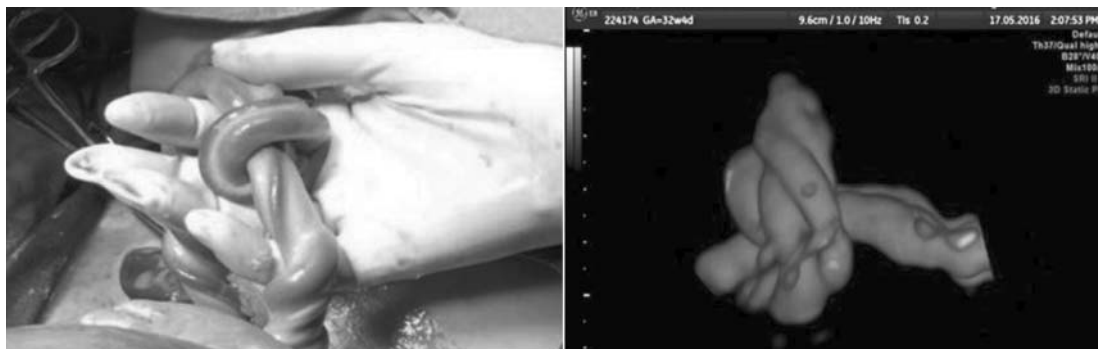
Noduri veridice (USG cu Doppler color și 3D HD Flow).
